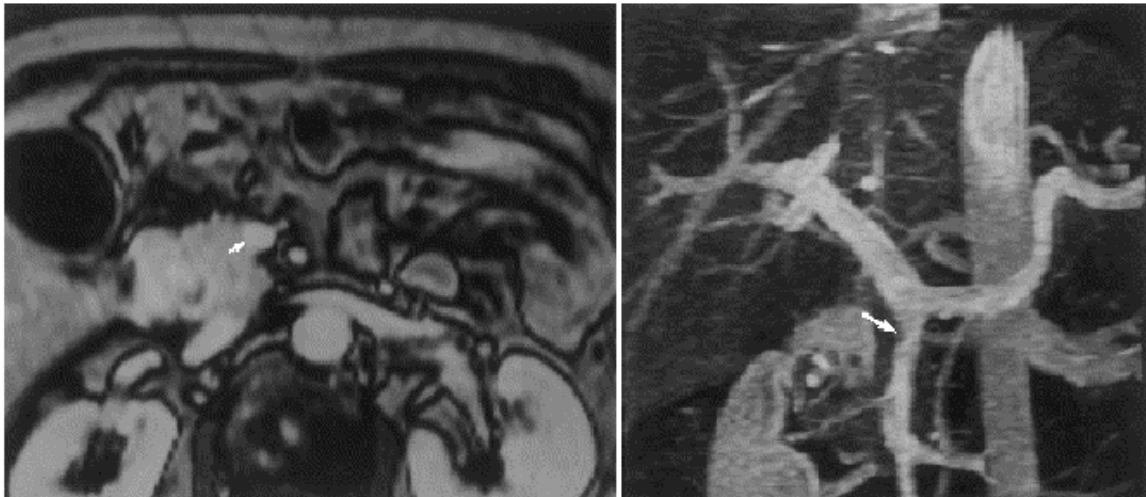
IRM (T1) avec reconstruction en 3D, mettant en évidence une veine mésentérique supérieure (flèche) entourée sur 180 degrés par une tumeur pancréatique, avec une irrégularité à la reconstruction, signant l'invasion vasculaire.
